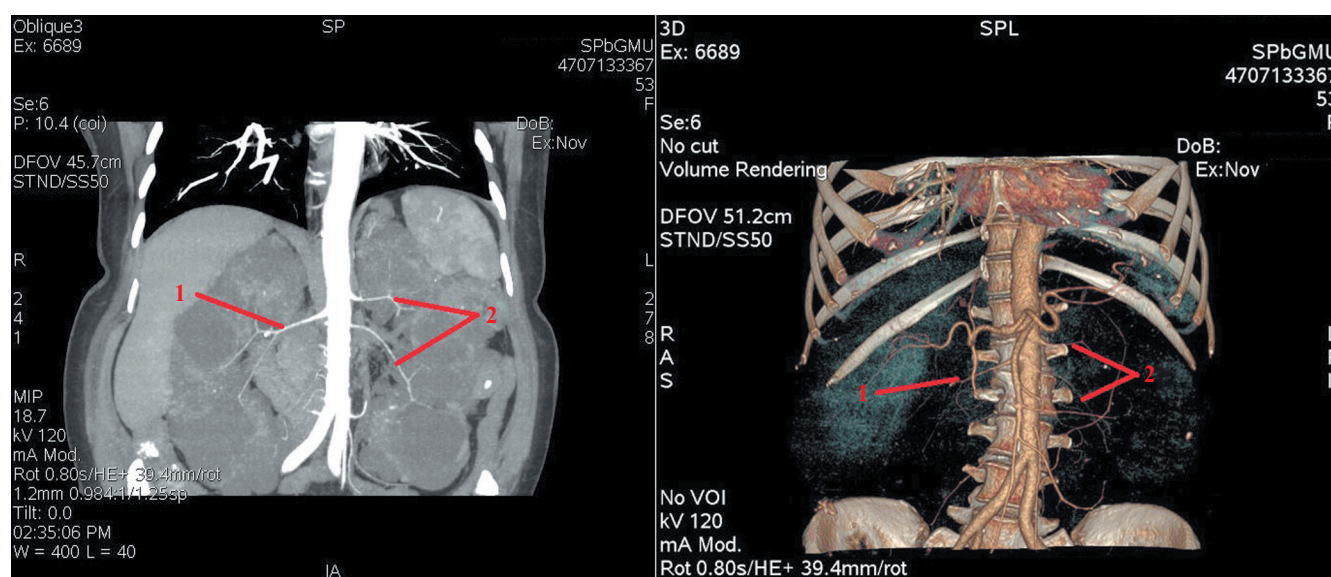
Результаты спиральной компьютерной томографии с контрастированием: 1 – правая почечная артерия; 2 – две левые почечные артерии
